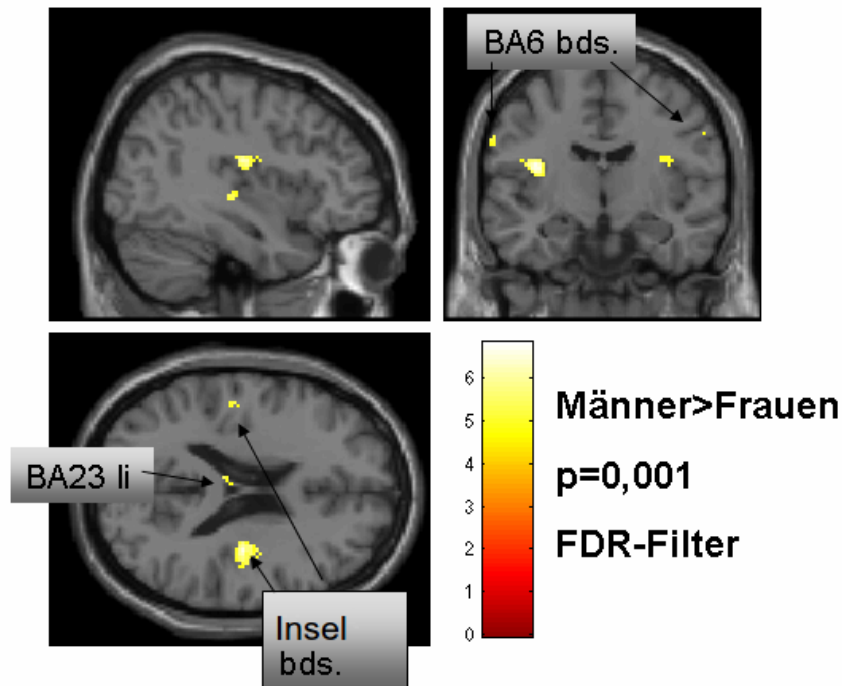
Übersicht über Areale, die bei Männern im Sprachgedächtnisexperiment während der Bedienung der MRT-Maus mit der linken Hand stärker aktiviert sind als bei Frauen (FDR-Filter, $p=0,001$; Schwelle bei 10 zusammenhängenden Voxeln). BA6= präzentraler Gyrus, sublobäre Insel, BA23= posteriores Cingulum
